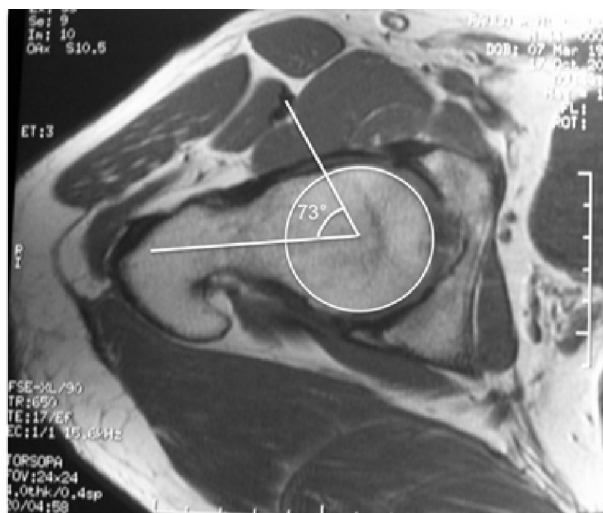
RM do quadril direito (vista oblíqua axial) para a medição do ângulo alfa. Imagem representativa de alteração no ângulo alfa.
